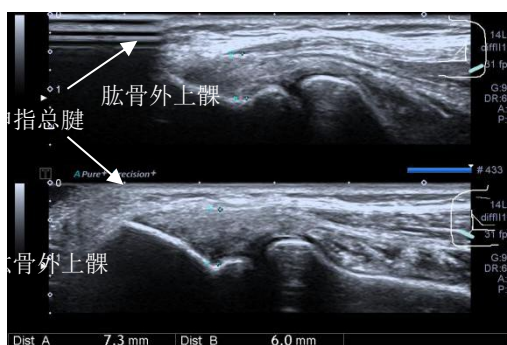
双侧肱骨外上髁对比扫查超声图像，表面患侧伸指总腱增厚，回声增强，不均匀，可见片状低回声。
